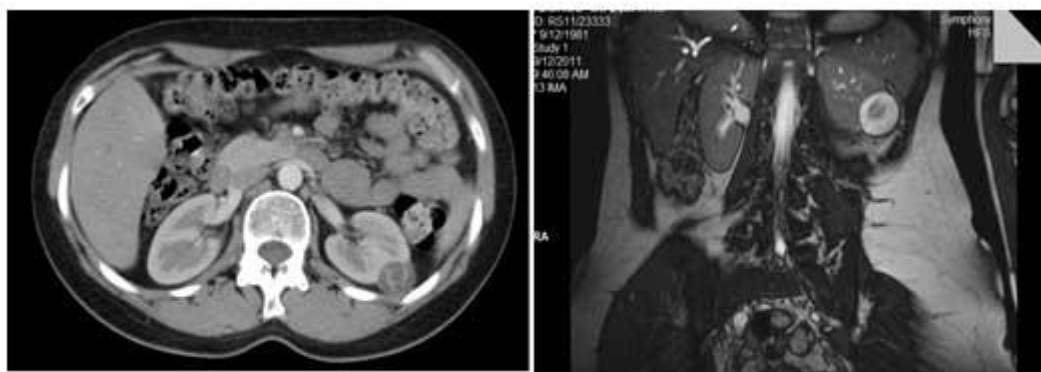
Tumor renal izquierdo: Tomografía renal contrastada y RMN
